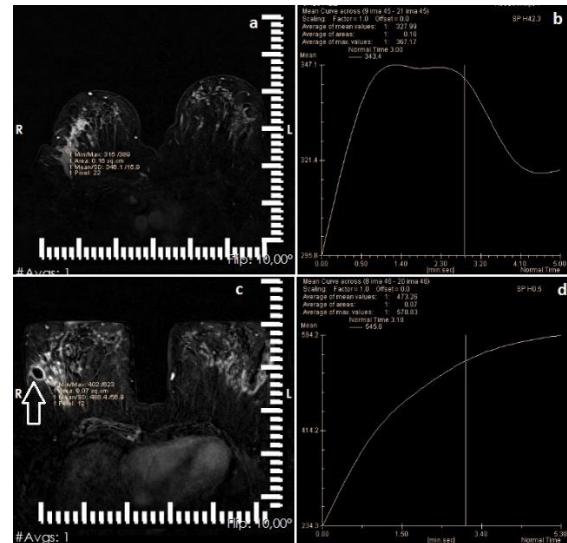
32-year-old-woman with palpable breast lump. DCE-MRI (a, c), TIC of the lesion (b, d). (a) and (b) images reveal MRI findings of initial presentation, (c) and (d) images show MRI findings of patient after 6 months following steroid therapy. DCE-MRI (a) shows non-mass-like enhancement in the outer quadrant and Type 3 curve was obtained within this area on TIC (b). After 6 months, abscess formation (open arrow) has developed besides non-mass-like enhancement area (c) and kinetic curves changed from type 3 to type 1 within the lesion (d).
